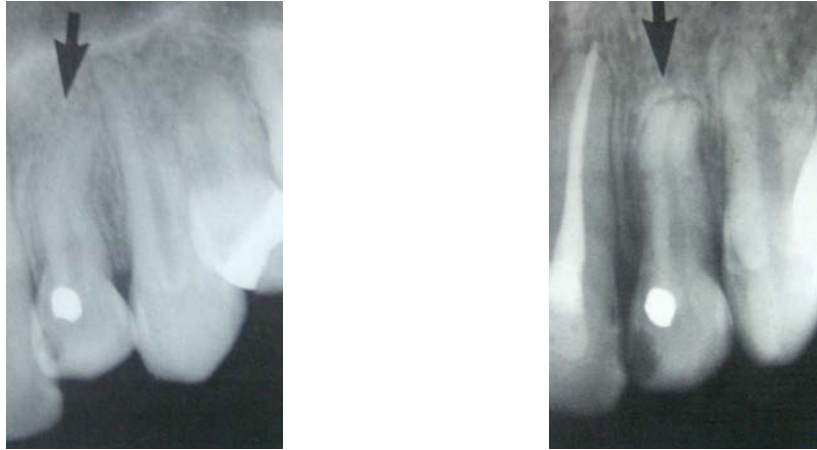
Se muestran radiografía de inicio de tratamiento y radiografía control dos años después, mostrando resorción radicular a causa del tratamiento de ortodoncia (Tomada artículo Reabsorción radicular externa causada por tratamiento ortodóncico. www.javeriana.edu.co/academiapgendodncia)
